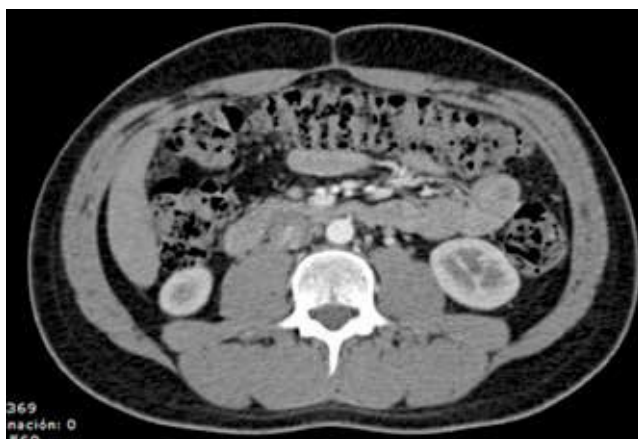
TAC abdominal con medio contraste, donde se identifica ganglio en retroperitoneo de aproximadamente 1 cm.
